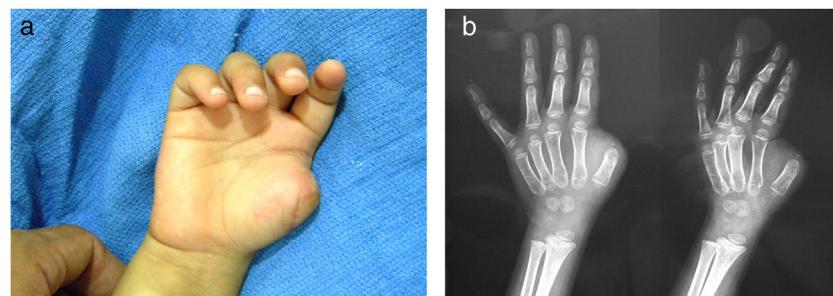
a-2b: Ausencia de la epífisis distal del primer metacarpiano confirmado con Radiografía.
